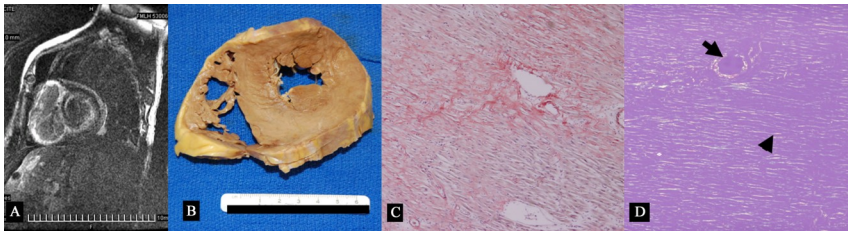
Una RM cardíaca que muestra un realce tardío de gadolinio subendocárdico difuso en el ventrículo izquierdo y un realce difuso en el ventrículo derecho. B. Autopsia del corazón que demuestra paredes gruesas. C. Tinción de hematoxilina y eosina que demuestra depósitos amiloides en el espacio intersticial. D. Tinción de rojo congo que demuestra depósitos amiloides intersticiales y perivasculares. Reimpreso con permiso de Migrino RQ y cols. BMC Medical Physics 2009.
